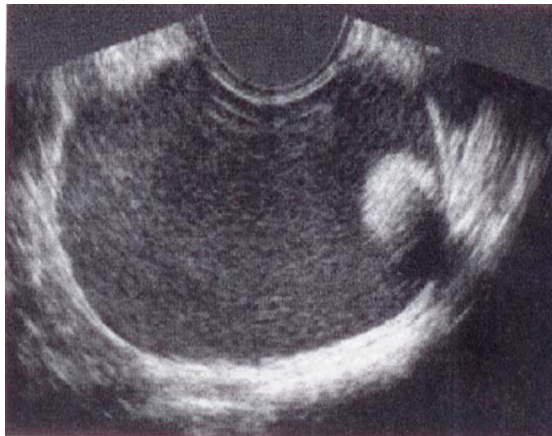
Aspect échographique d'un kyste dermoïde [48]
